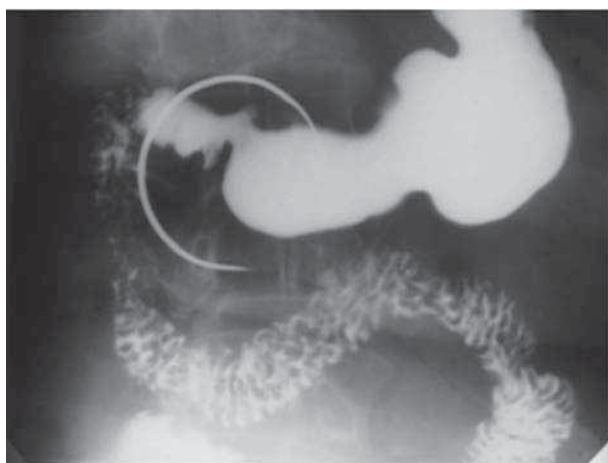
Обзорная рентгенограмма желудка и 12 п.к.—дуоденит, сопутствующий язвенной болезни лук. 12 п.к.(контуры луковицы неровные, изменен рельеф слизистой оболочки в области 12 п.к., бульбостаз)
